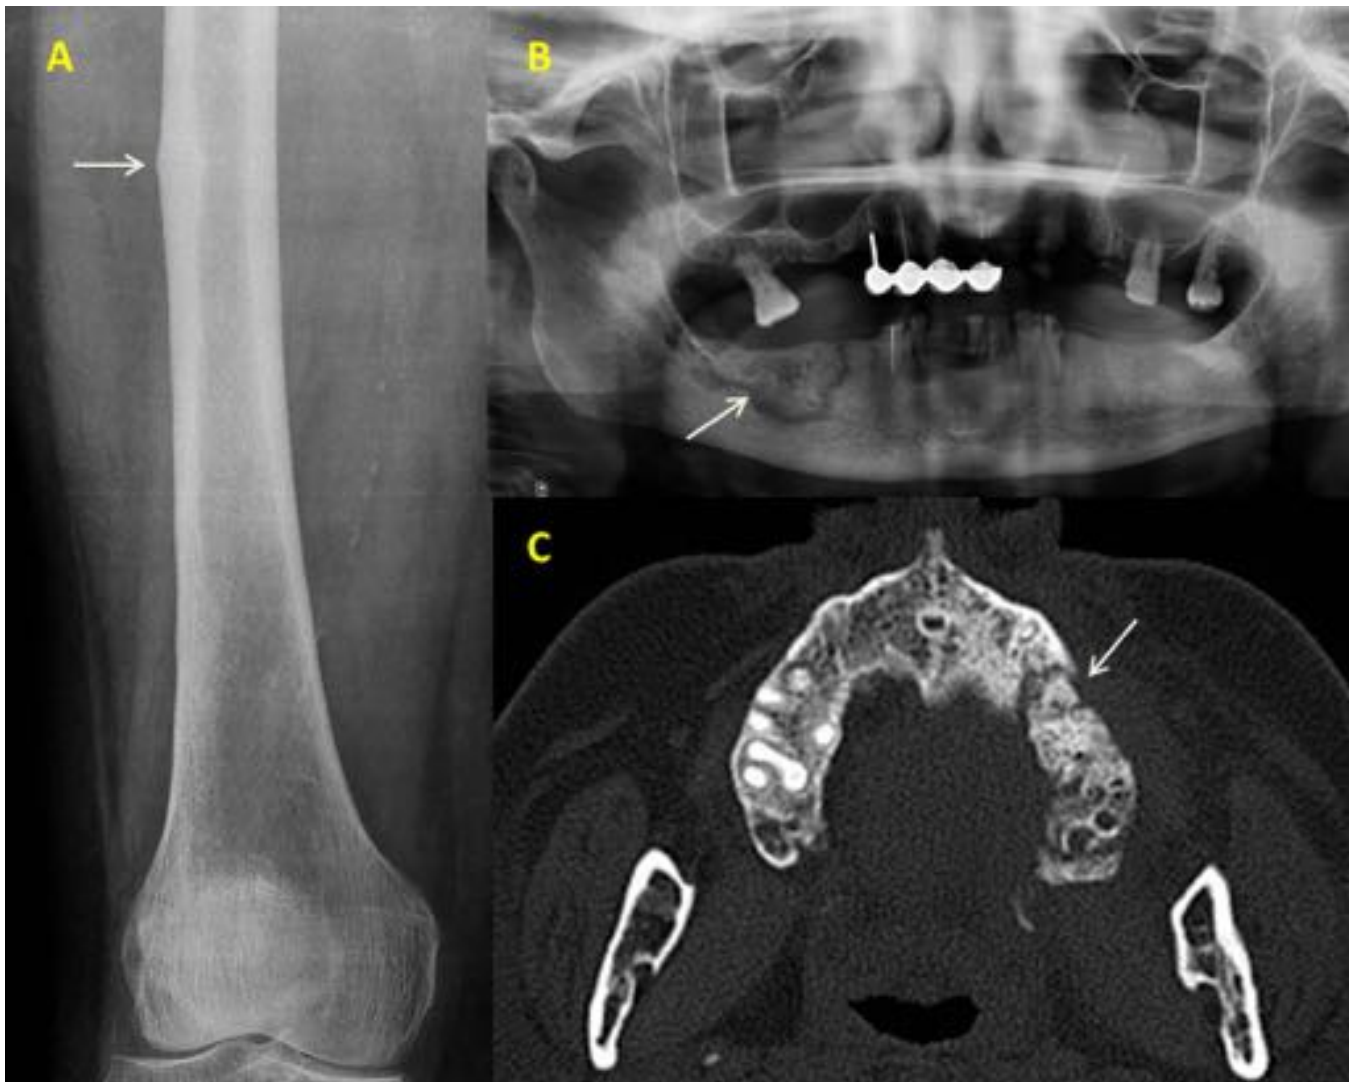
A: Radiografía anteroposterior de fémur, en mujer de 59 años, diabética, en tratamiento con bifosfonatos durante 4 años. Línea transversa en cortical de la diáfisis proximal (flecha), por fractura atípica. B: Ortopantomografía, mujer de 63 años, a tratamiento con bifosfonatos 3 años, lesión esclerosa de borde lítico en cuerpo mandibular (flecha), por osteonecrosis. C: Corte TC axial, mujer 58 años, con bifosfonatos, osteonecrosis en hemimaxilar izquierdo (flecha)
